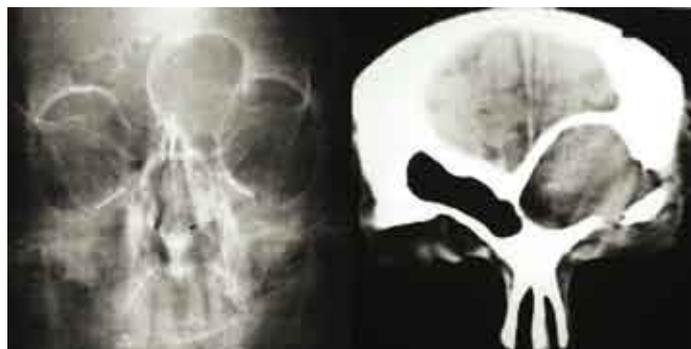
Mucocele frontal izquierdo (radiología simple y TC coronal).
